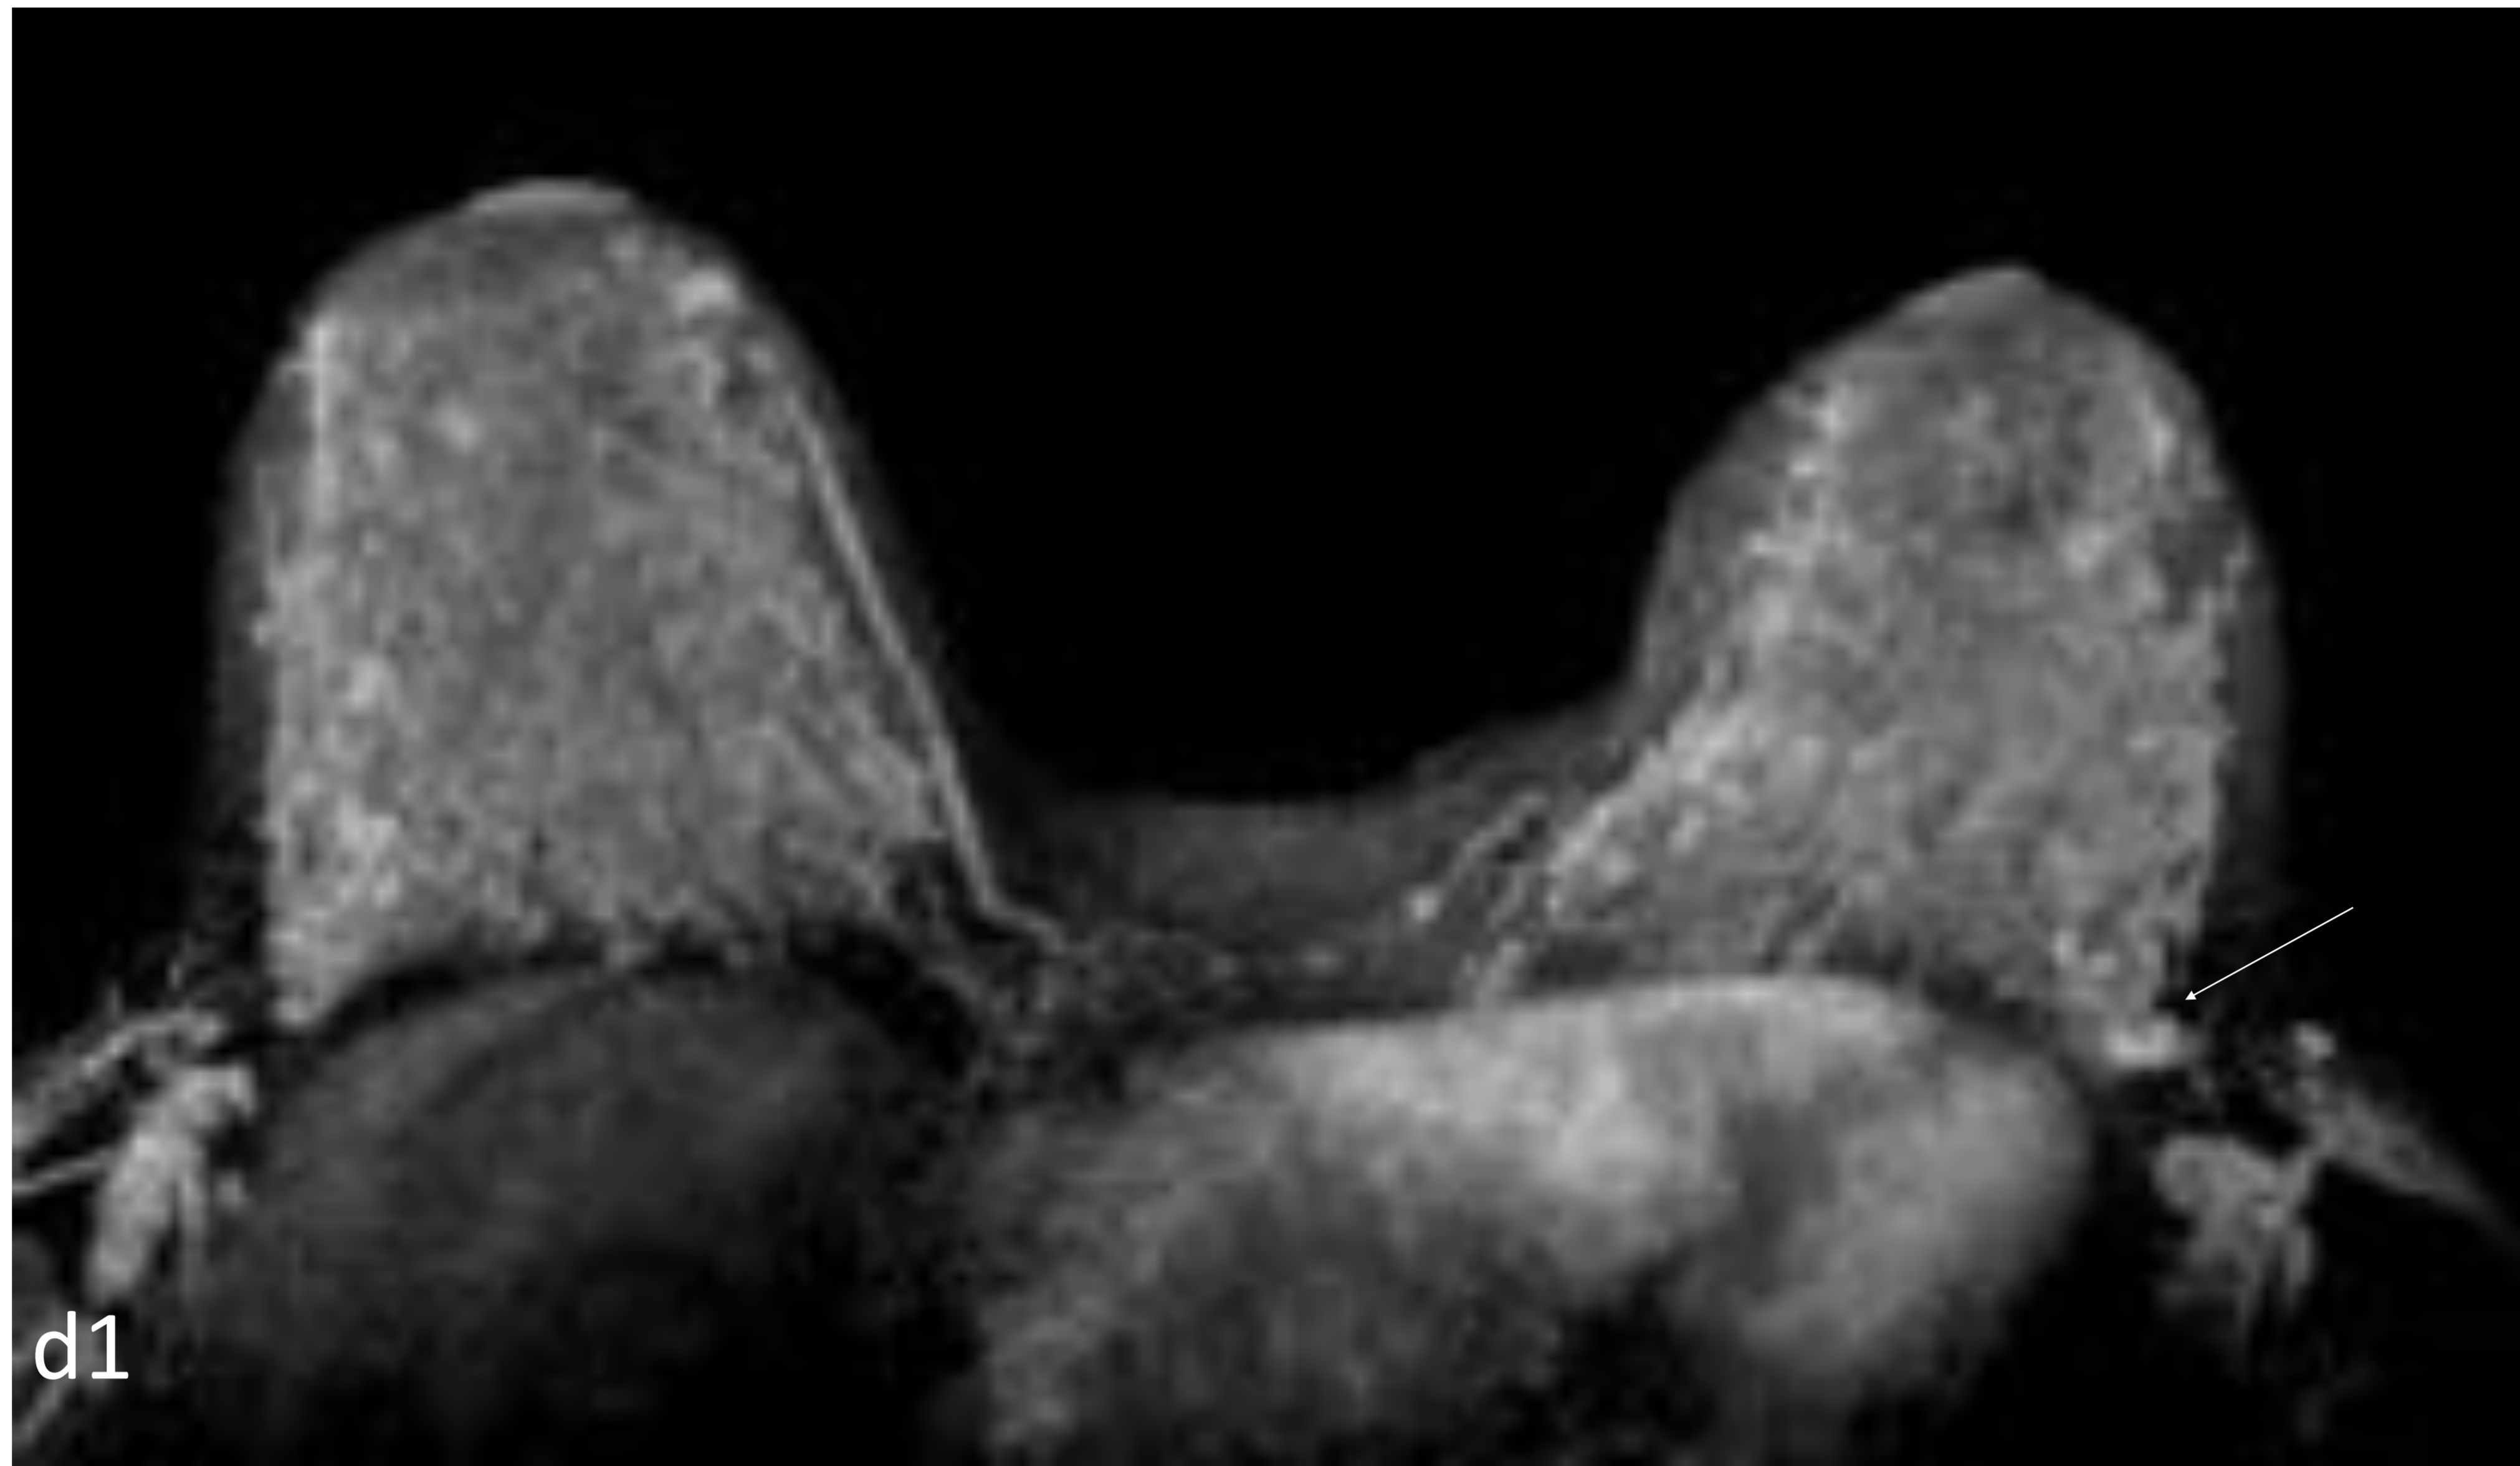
Mujer 33 años, portadora mutación BRCA-2, puérpera. Nódulo de nueva aparición en la prolongación axilar izquierda. (a) Proyección OML de la mama izquierda en 2015. (b) Proyecciones OML y CC de la mama izquierda en 2017. (c) Ecografía: nódulo hipoecoico mal definido sin características posteriores.
